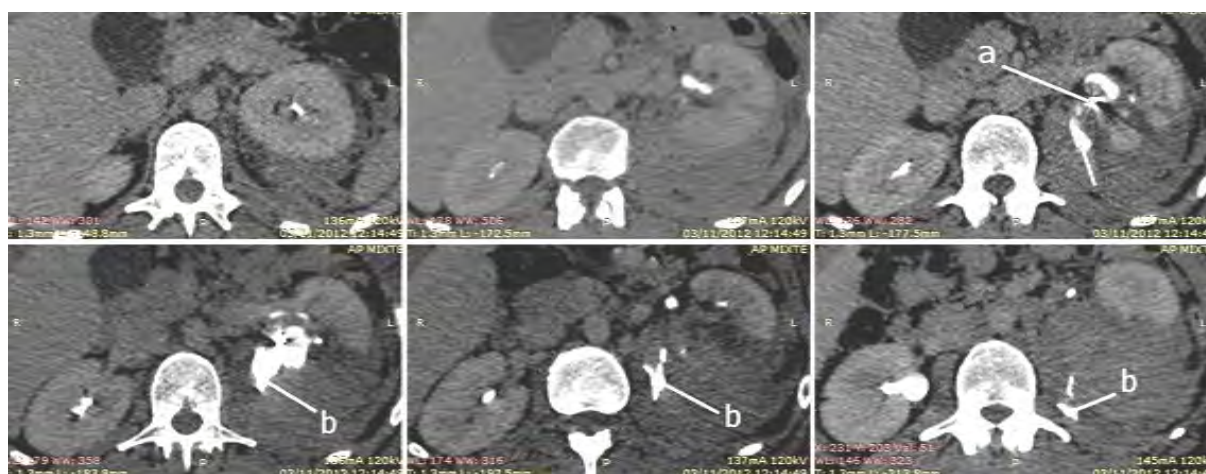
Coupes axiales en TDM au temps tardif montrant l'extravasation du produit de contraste (b). Noter l'artéfact du Coïl au niveau d'une branche de l'artère rétropyélique.
